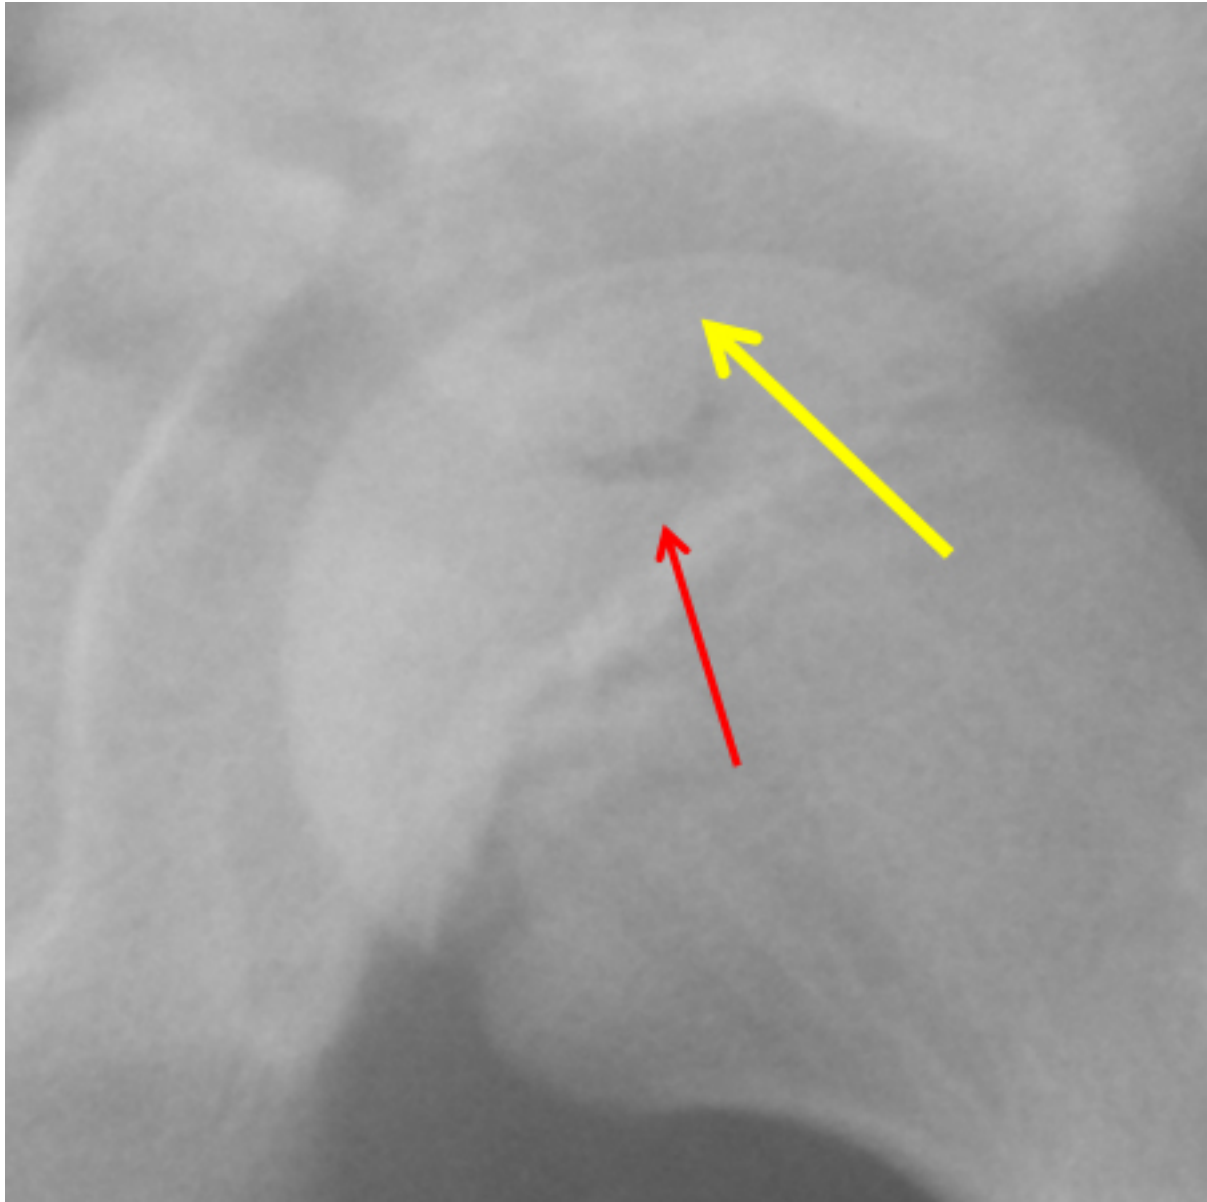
Radiografia do estágio 2 mostrando uma linha de fratura subcondral (seta amarela) e fragmentação (seta vermelha)
